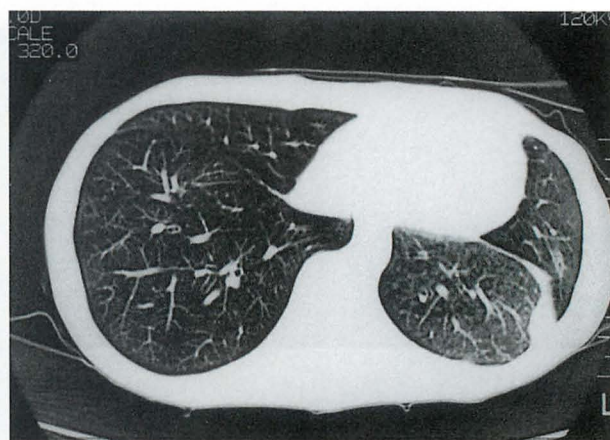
4 weeks later : CT of the chest
